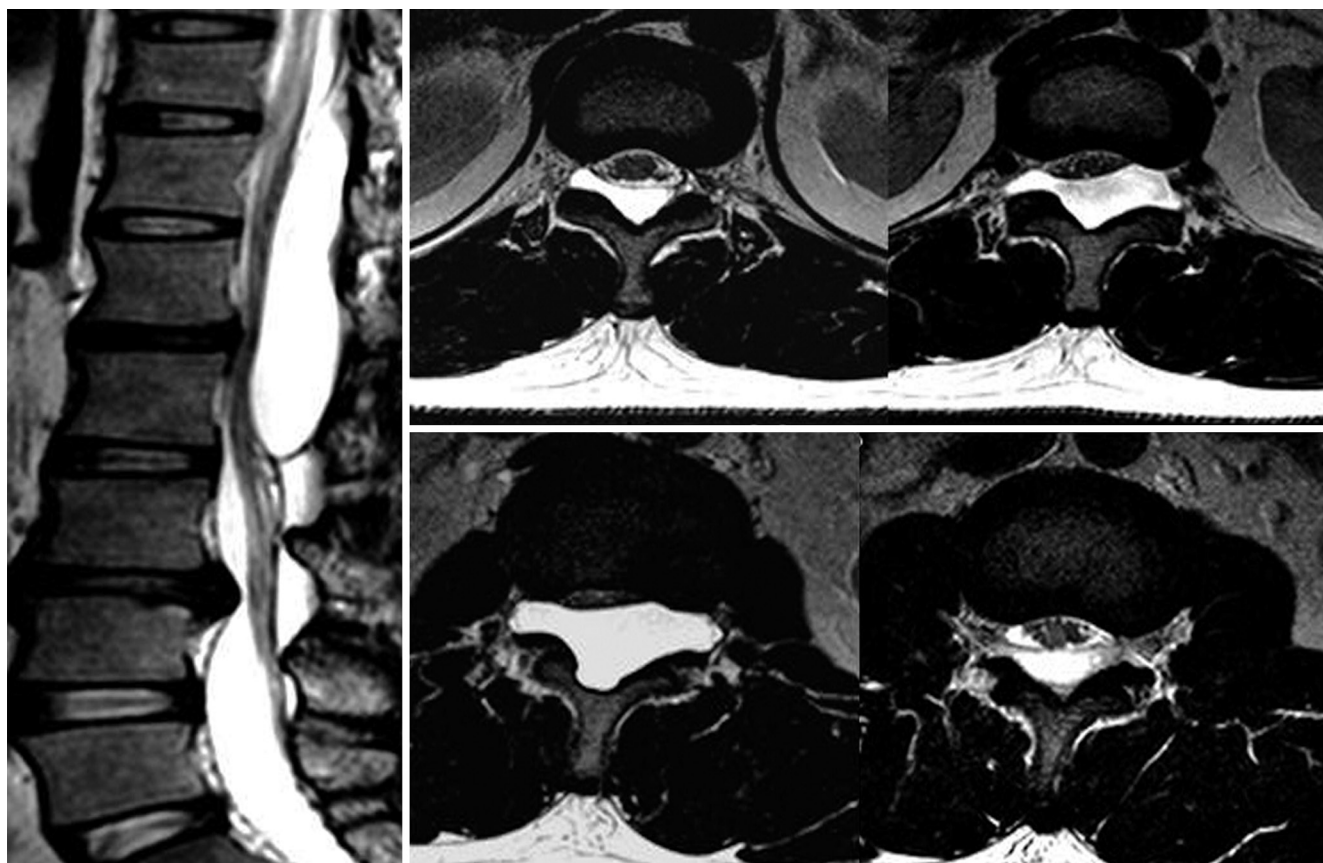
Preoperative MRI shows arachnoid cyst from T11 to L2 in the 33-year-old male patient.
